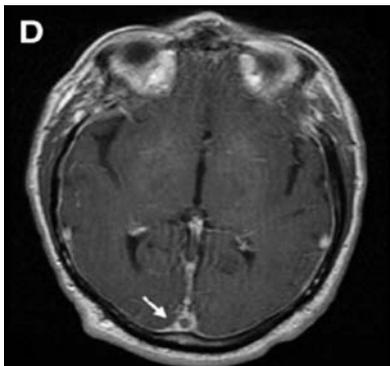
Signo del delta vacío, en corte axial de en RM, secuencia T1.
